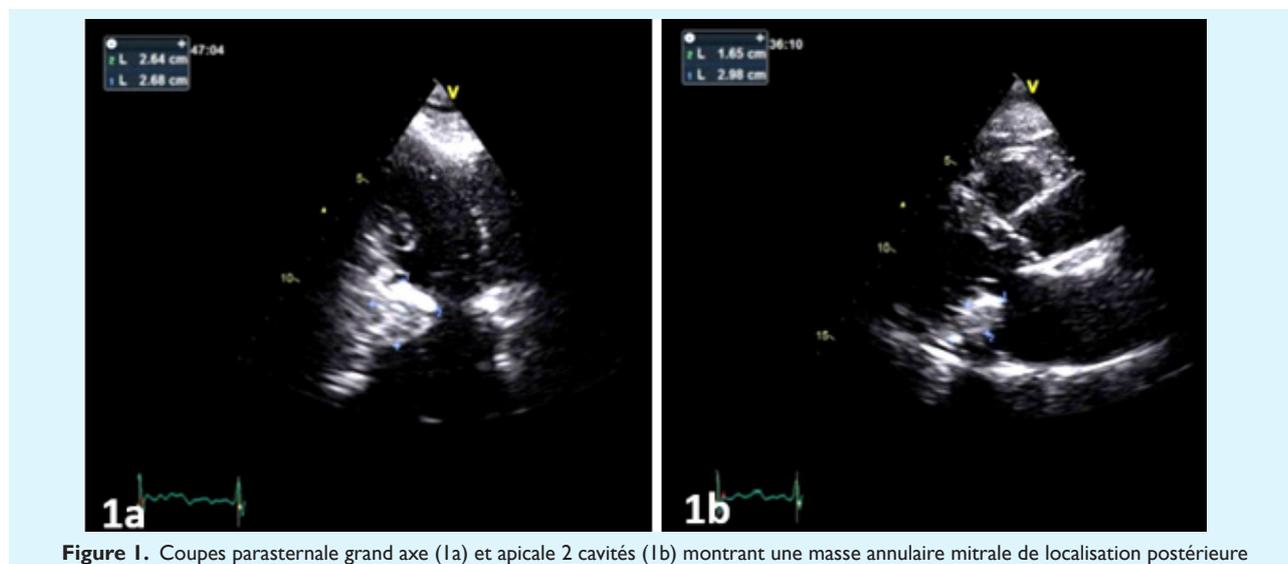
Coupes parasternale grand axe (1a) et apicale 2 cavités (1b) montrant une masse annulaire mitrale de localisation postérieure
